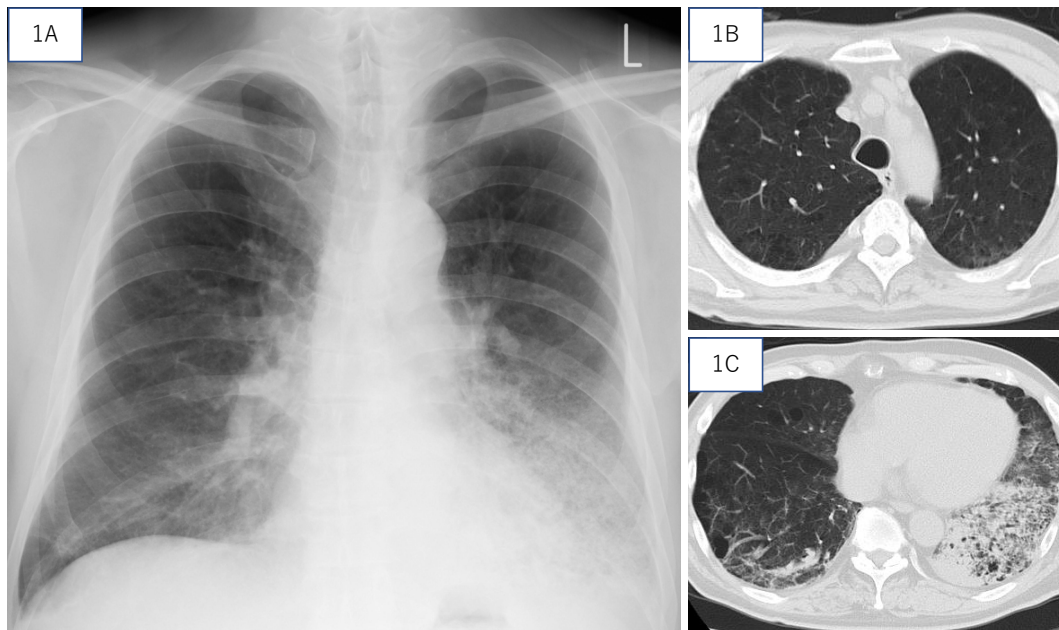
(A) Chest X-ray shows infiltrative shadow in the left lower lung field at initial visit. (B) Contrast-enhanced computed tomography (CT) of the chest shows emphysema mainly in the upper lobes. (C) CT of the chest shows widespread consolidation in the left lower lobe with adjacent ground-glass opacity lesions in the left lingular segment, in addition to centrilobular emphysematous change predominantly in the bilateral upper lobes. Chest CT shows an ill-defined mass lesion 46×29 mm in size adjacent to the vertebra body and multiple small nodular lesions in the left S¹⁰.
